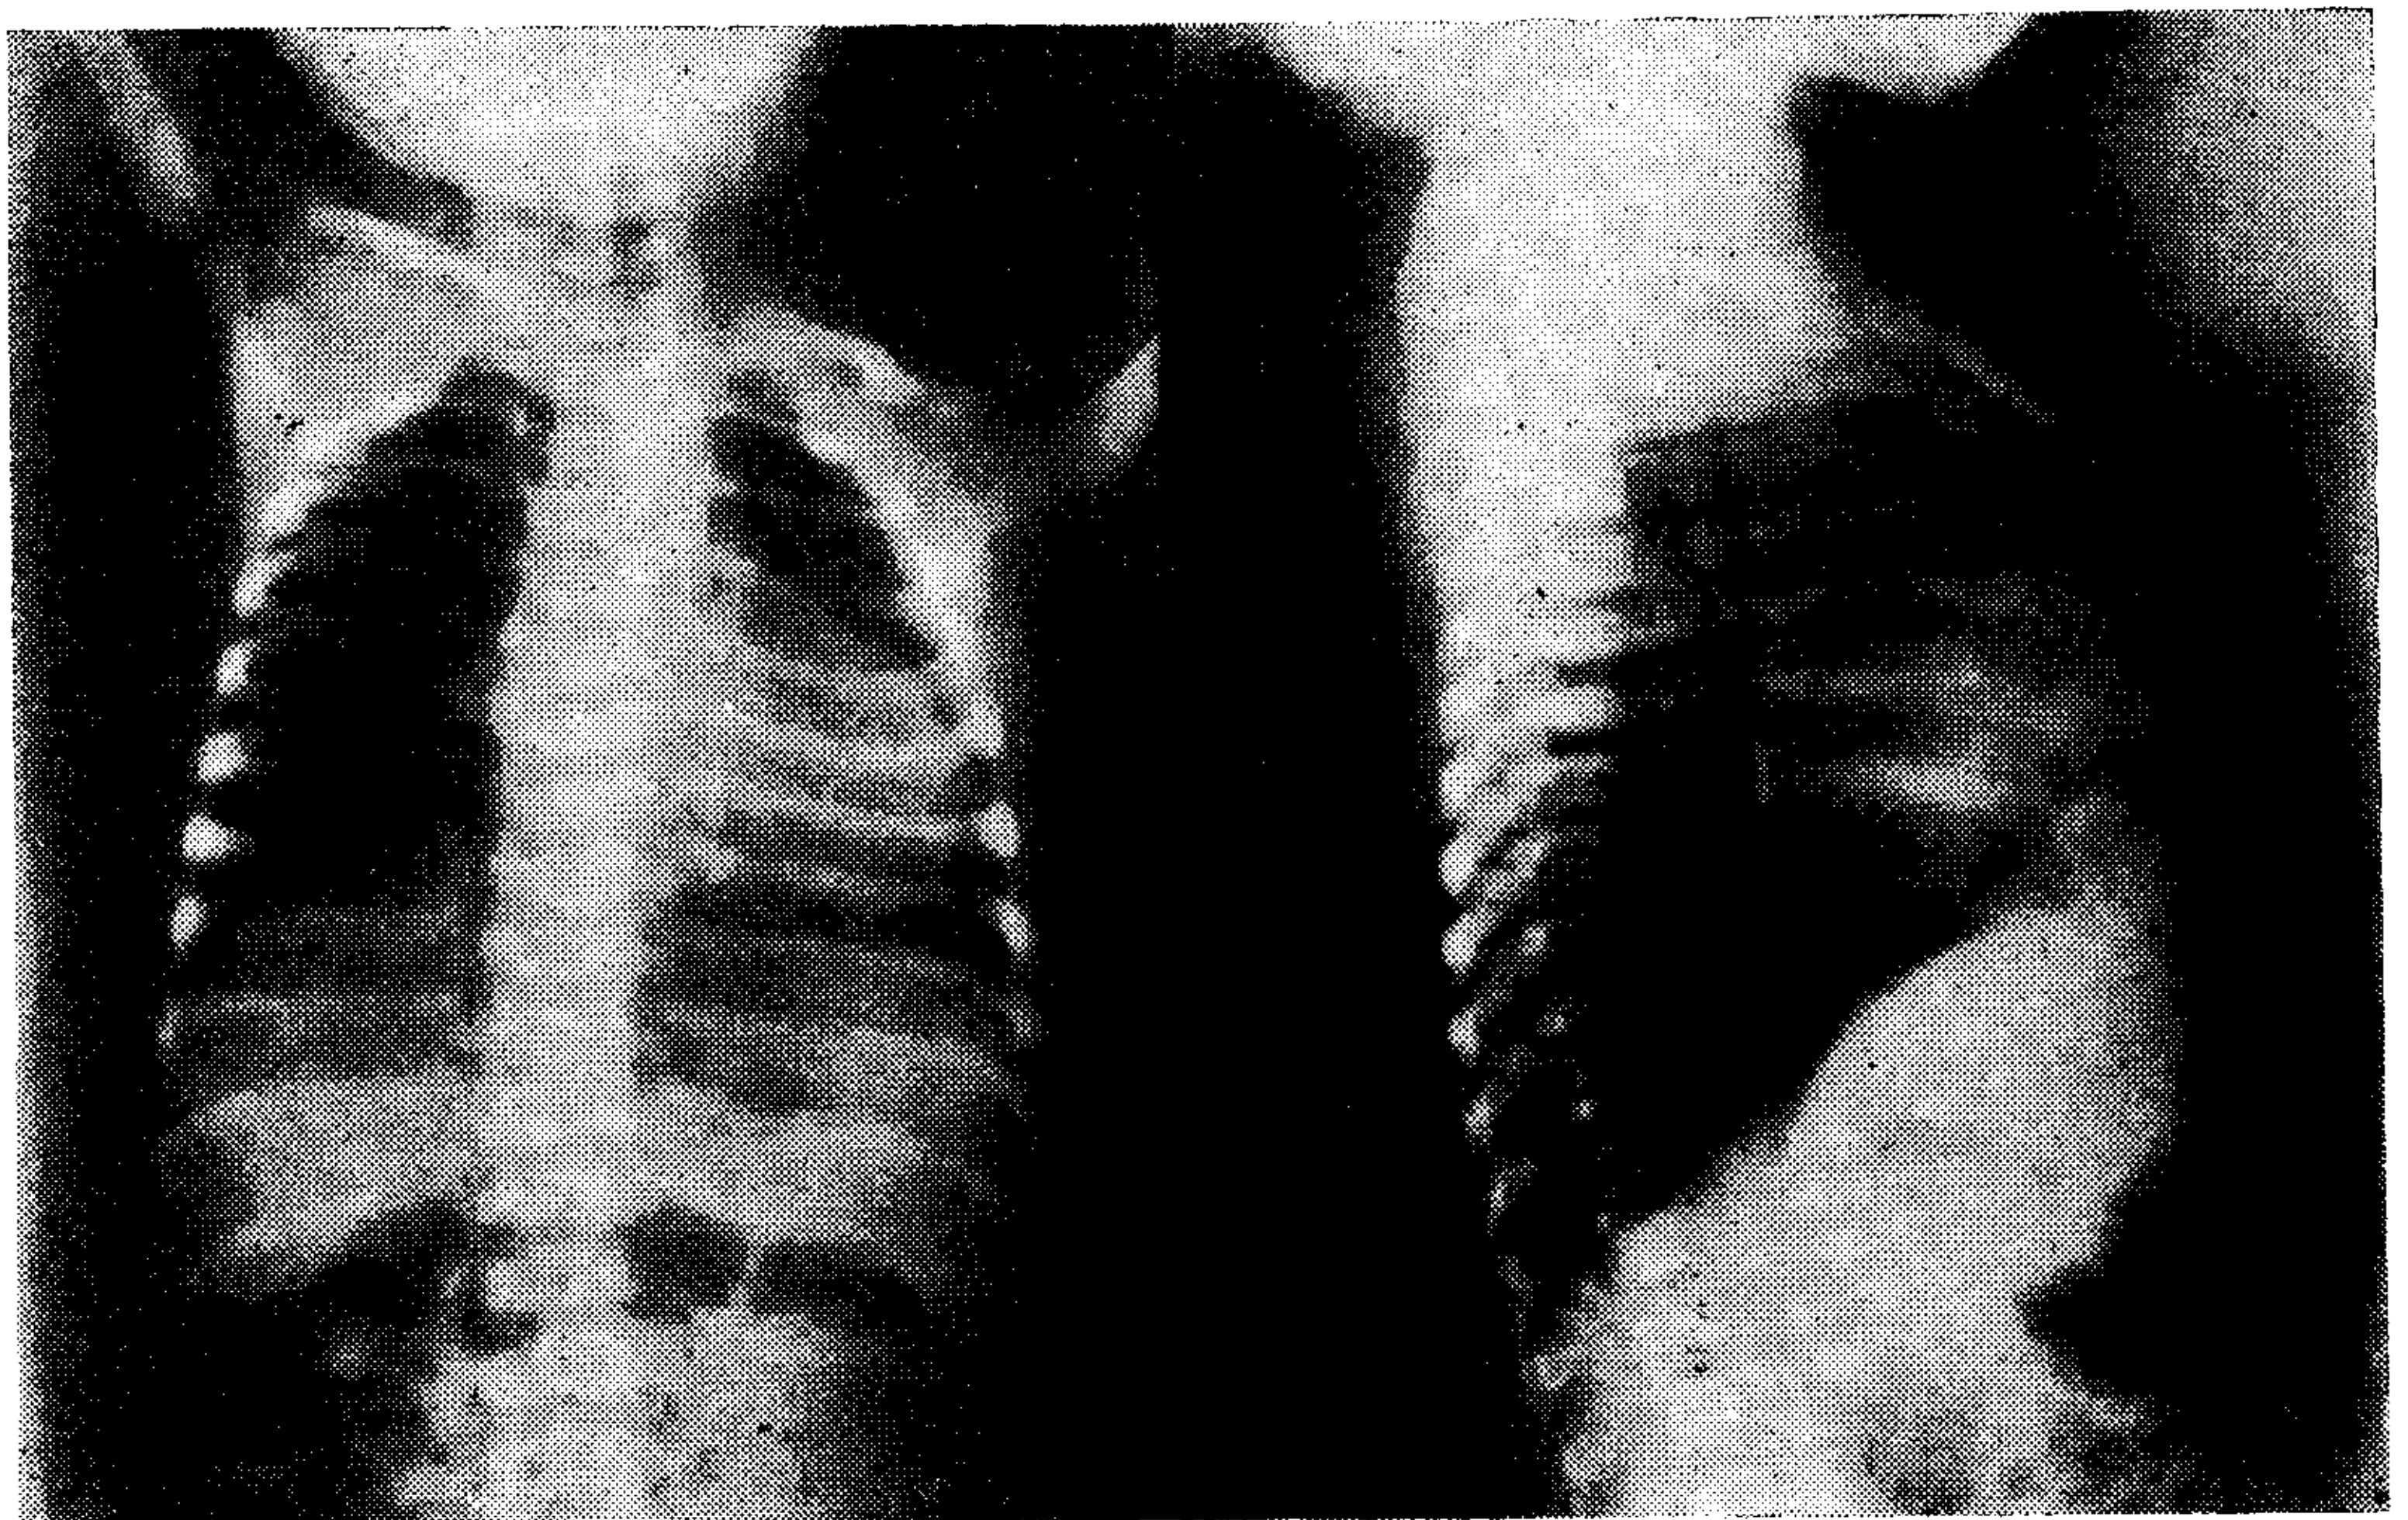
La telerradiografía de tórax en proyecciones anteroposterior y lateral demuestra cardiomegalia y disminución de las marcas vasculares.
